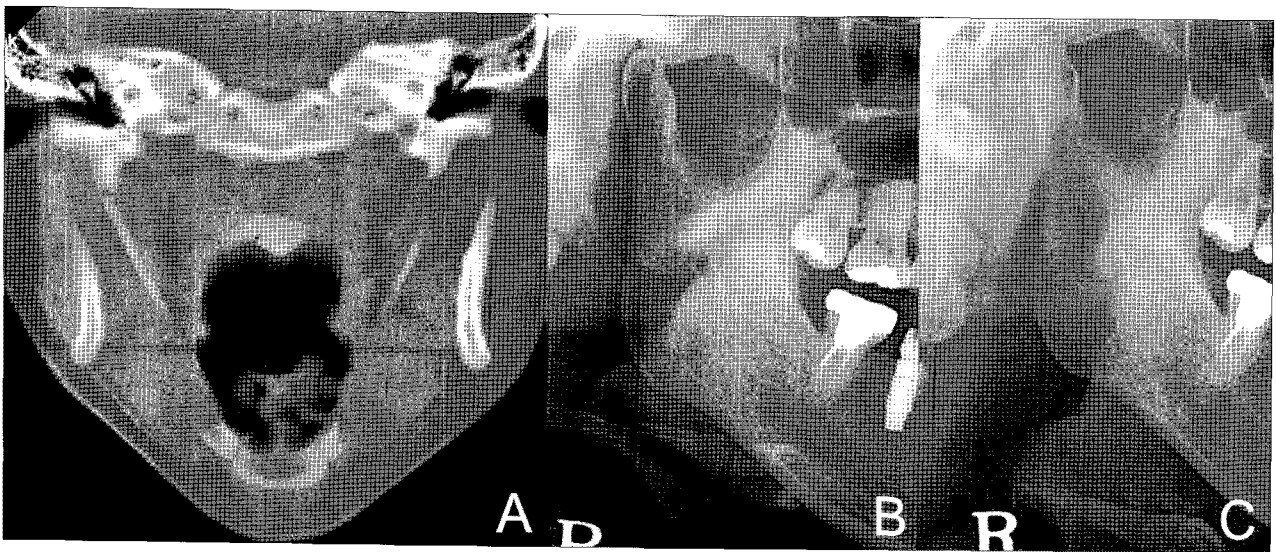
(A) Preoperative CT; (B) Preoperative & (C) Postoperative panoramic radiographs.
